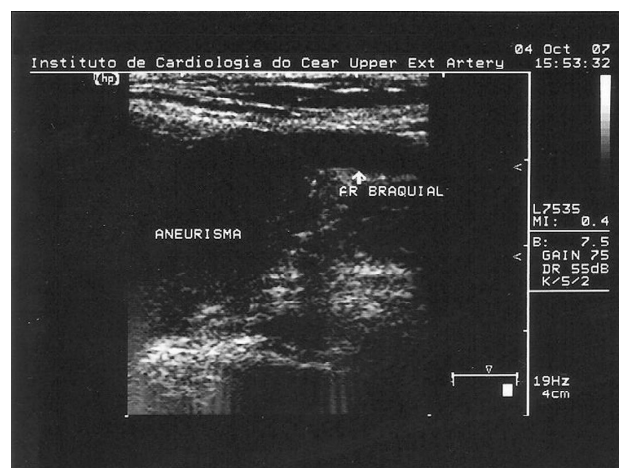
Ultrassonografia demonstrando a relação do aneurisma com a artéria braquial direita.
